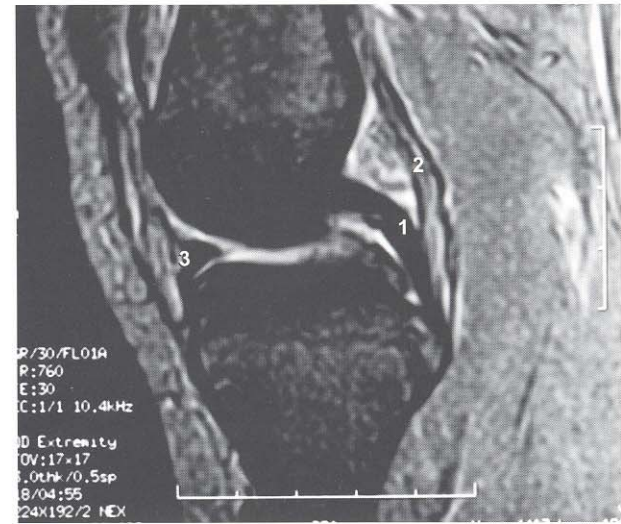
RMN. Corte sagital: 1-Ligamento cruzado posterior. 2-Cápsula articular fibrosa. 3-Menisco lateral.
